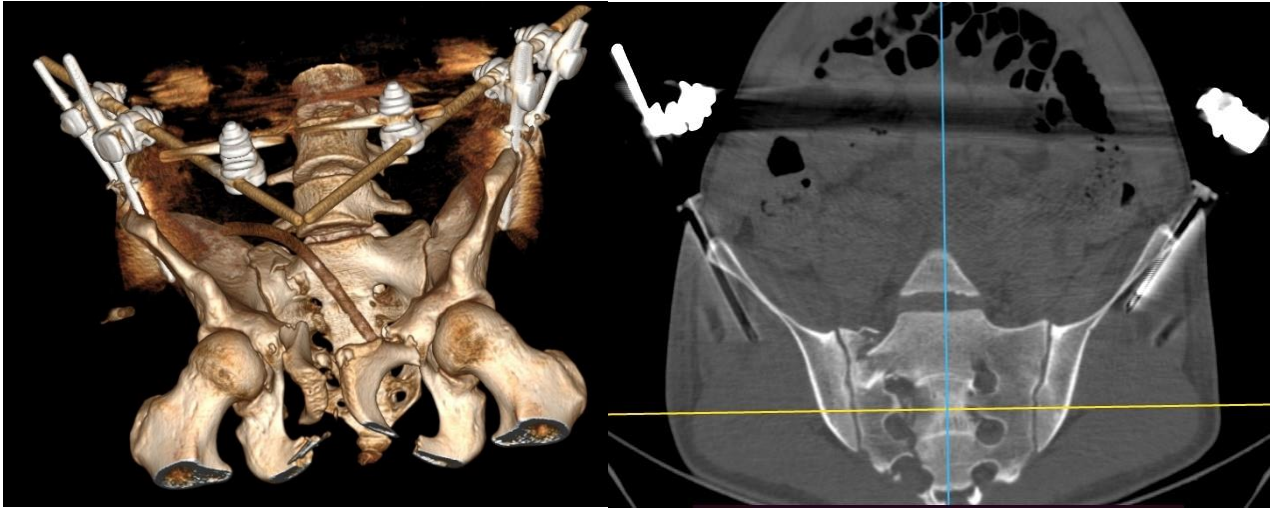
Рентгенотомограммы пациента Б. 19 лет на третьи сутки после госпитализации.
